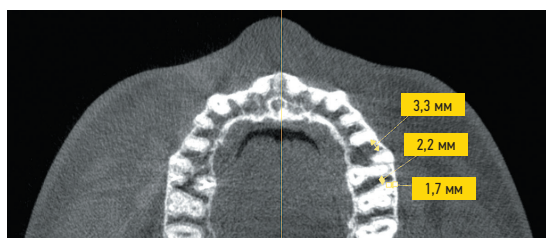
Аксиальный срез томограммы: расчет межкорневого расстояния.
